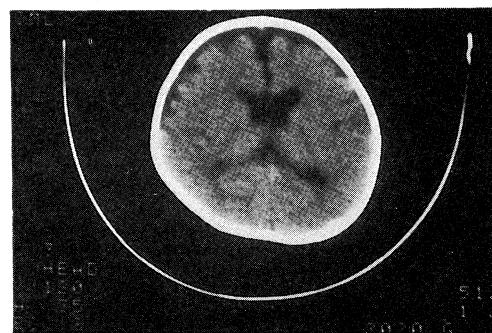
Cranial CT scan after serial lumbar punctures of case 4, the scan shows mild cortical atrophy.
